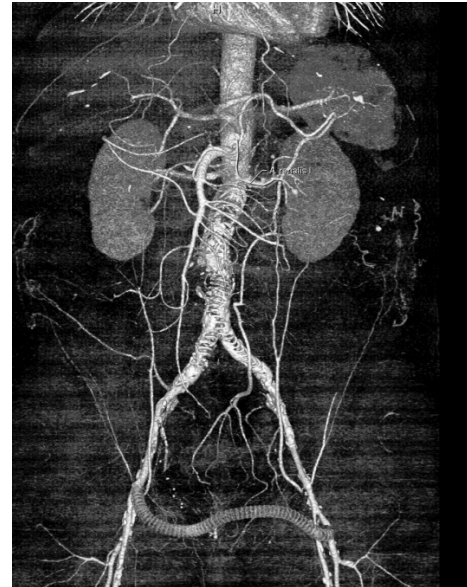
КТ-аортография пациента при поступлении (окклюзия эндопротеза аорты и перекрестного бедренно-бедренного шунта, 3D реконструкция).
